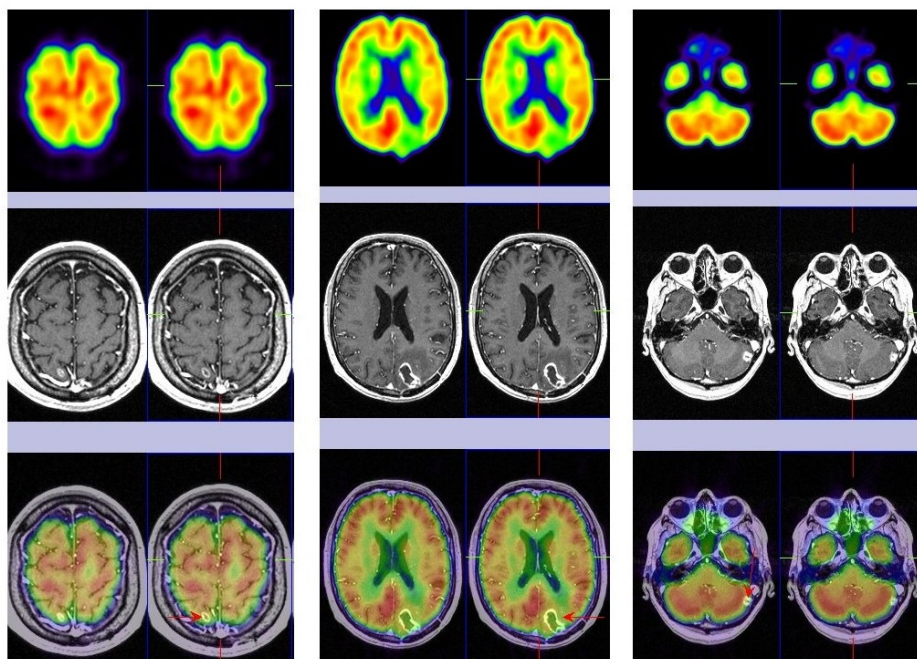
Estudio PET-RM Cerebral (cortes transaxiales) con ^{18}F -FDG donde se observan cambios postratamiento (radionecrosis) a nivel del lóbulo parietal derecho, en región parieto-occipital izquierda y en cerebelo izquierdo (flechas).
